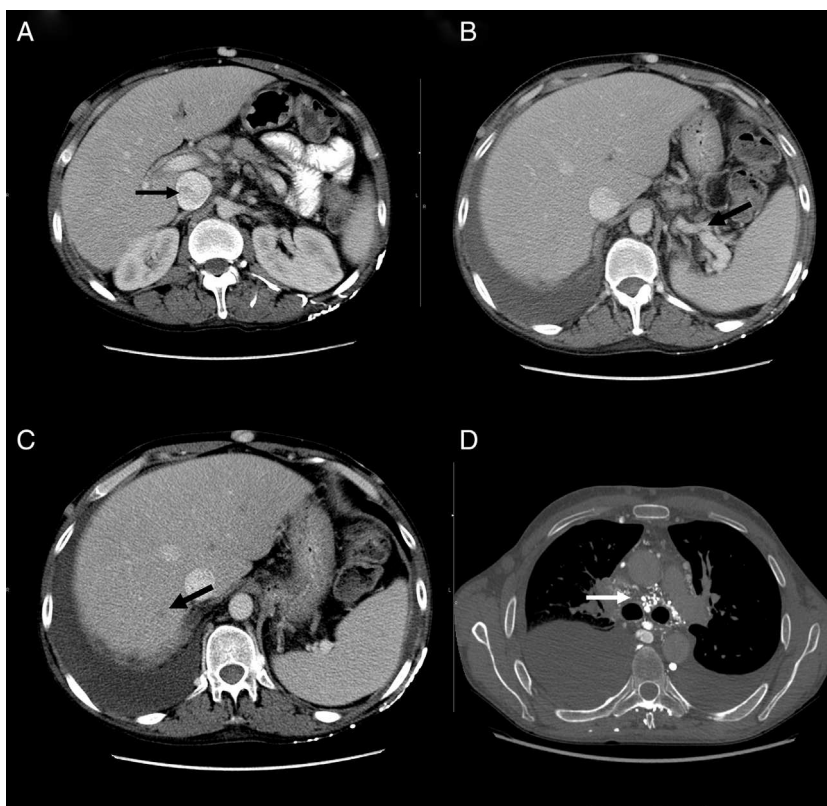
A) Tomografía computarizada, corte axial: muestra heterogenicidad de la vena cava inferior. B) Tomografía computarizada, corte axial: muestra circulación colateral en el hilo esplénico. C) Tomografía computarizada, corte axial: muestra defecto de repleción suprahepática. D) Angiotomografía, corte axial: muestra circulación colateral mediastínica.
